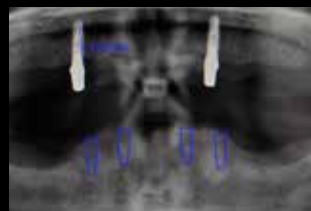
Präoperative Panorama-Röntgenaufnahme
